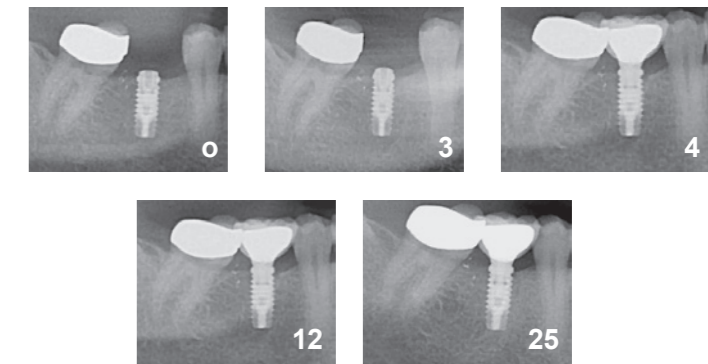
Пять контрольных рентгенограмм имплантата, установленного в области отсутствующего зуба 4.6
